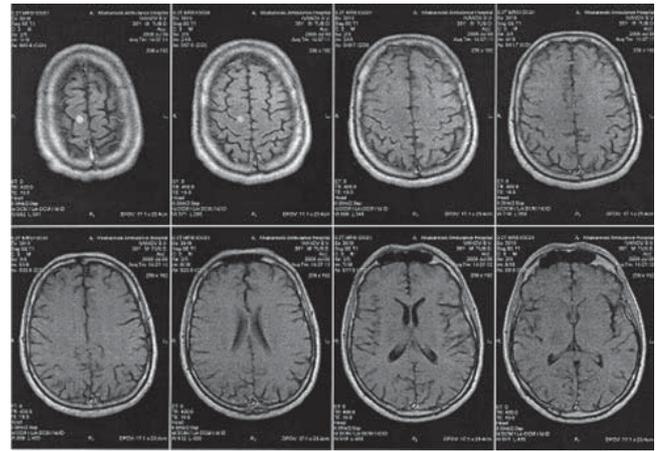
МРТ: значительное уменьшение количества и размеров патологических очагов в головном мозге
